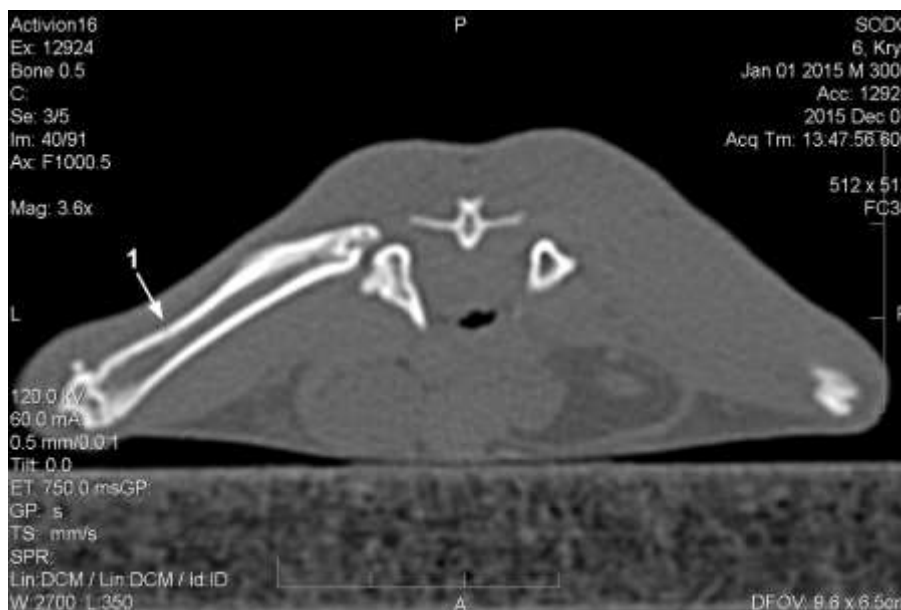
Комп'ютерна томограма стегнових кісток щура контрольної групи на 60-ту добу після нанесення дефекту. Відновлення анатомічної форми травмованої кістки з ділянкою зниженої щільності у центральній частині колишньої травми (1).
